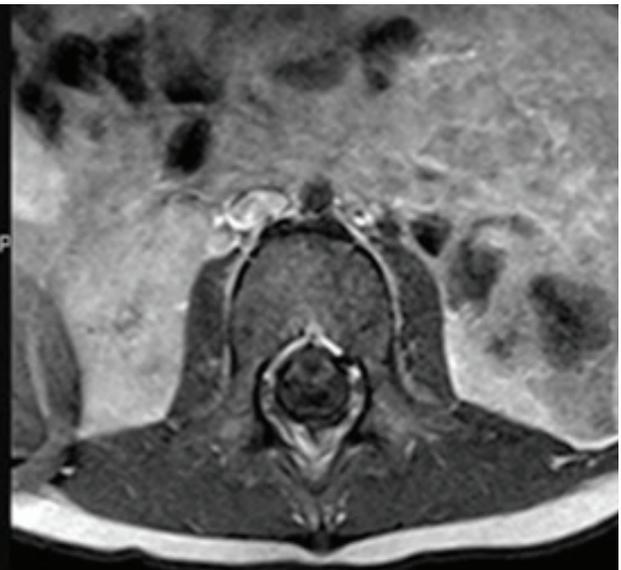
RM após gadolínio com realce das raízes da cauda equina.
